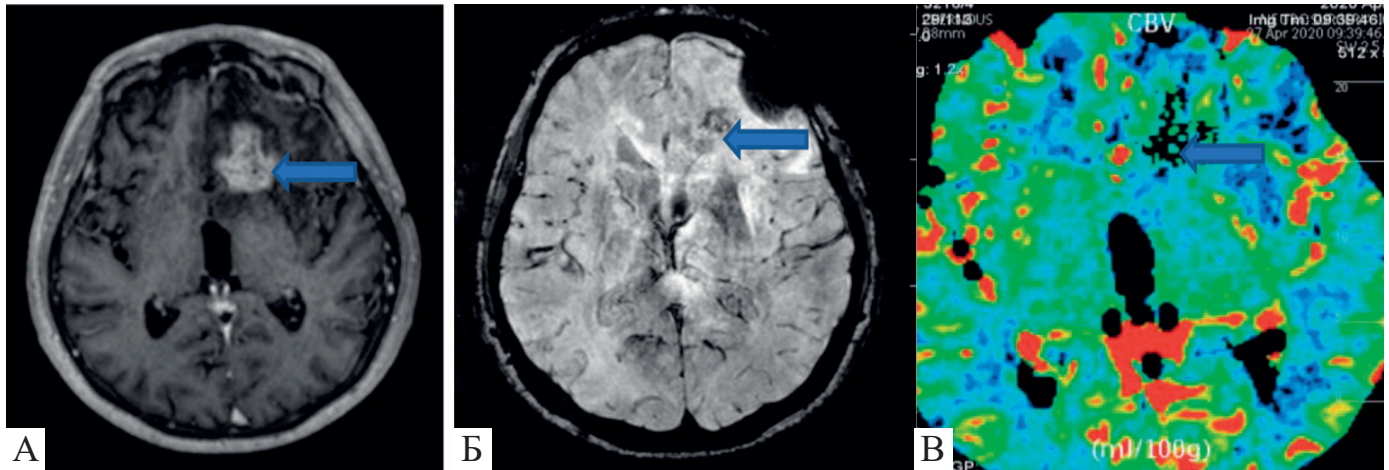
Хворий, 56 років. Стан після радіохірургії гліобластоми лівої лобової частки. МРТ через 13 місяців після СРХ. Послідовності: T1ВІ після контрастування демонструє вогнище (синя стрілка) (А), BOLD, ділянки темного сигналу (синя стрілка) (Б) та СВВ за даними перфузії, ділянки гіперперфузії (синя стрілка) (В).
